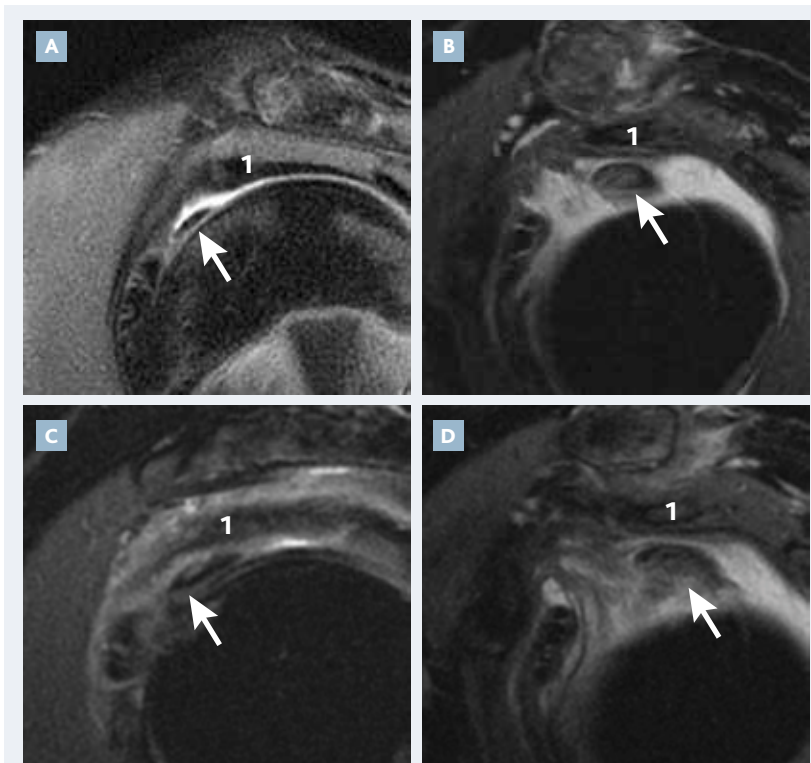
Tendon du long biceps normal et tendinopathie sur des coupes sagittales d'IRM ou d'arthro-IRM. A : tendon normal; B : tendon hypertrophique; C : tendon laminé; D : tendon délaminé et fissuré. 1 : supra-épineux.
